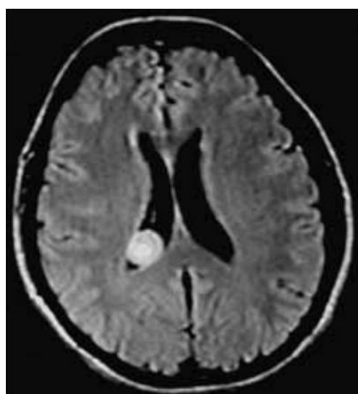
Imagen de resonancia magnética en secuencia flair, que muestra quiste intraventricular derecho en fase coloidal. Tomado de Alarcón, 2006.
